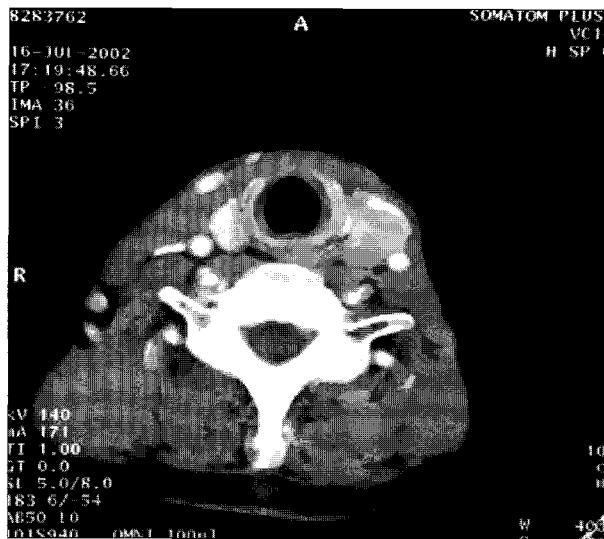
Preoperative axial CT scan shows 4.2×4 cm sized expansile hypodense mass involving the left lobe of the thyroid gland, with indistinct interface with esophagus and trachea.
